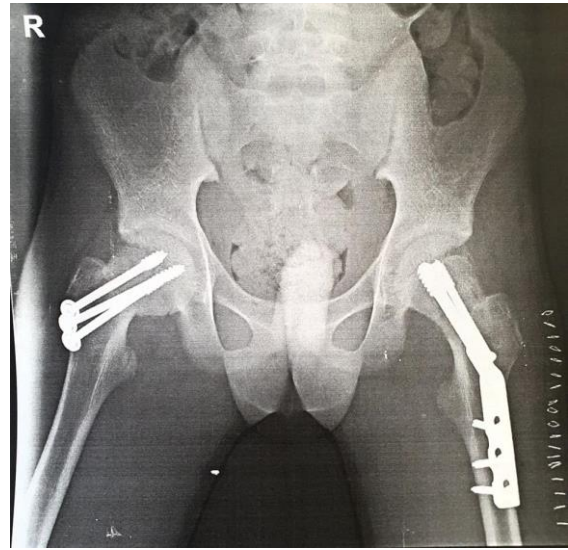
Post-operative radiograph after fixation.
